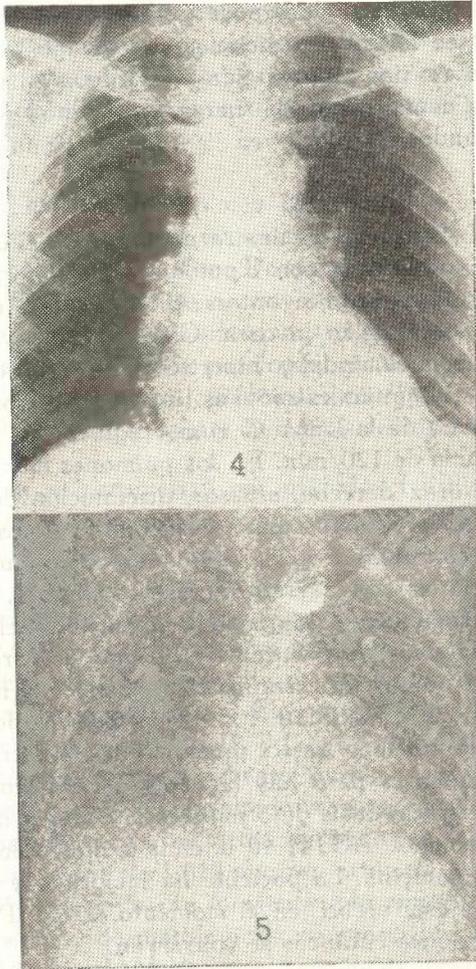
Radiografía de tórax del caso Nº 3, aumento de la imagen cardíaca, moderado y cambios pulmonares congestivos especialmente al lado derecho con hilios prominentes.
